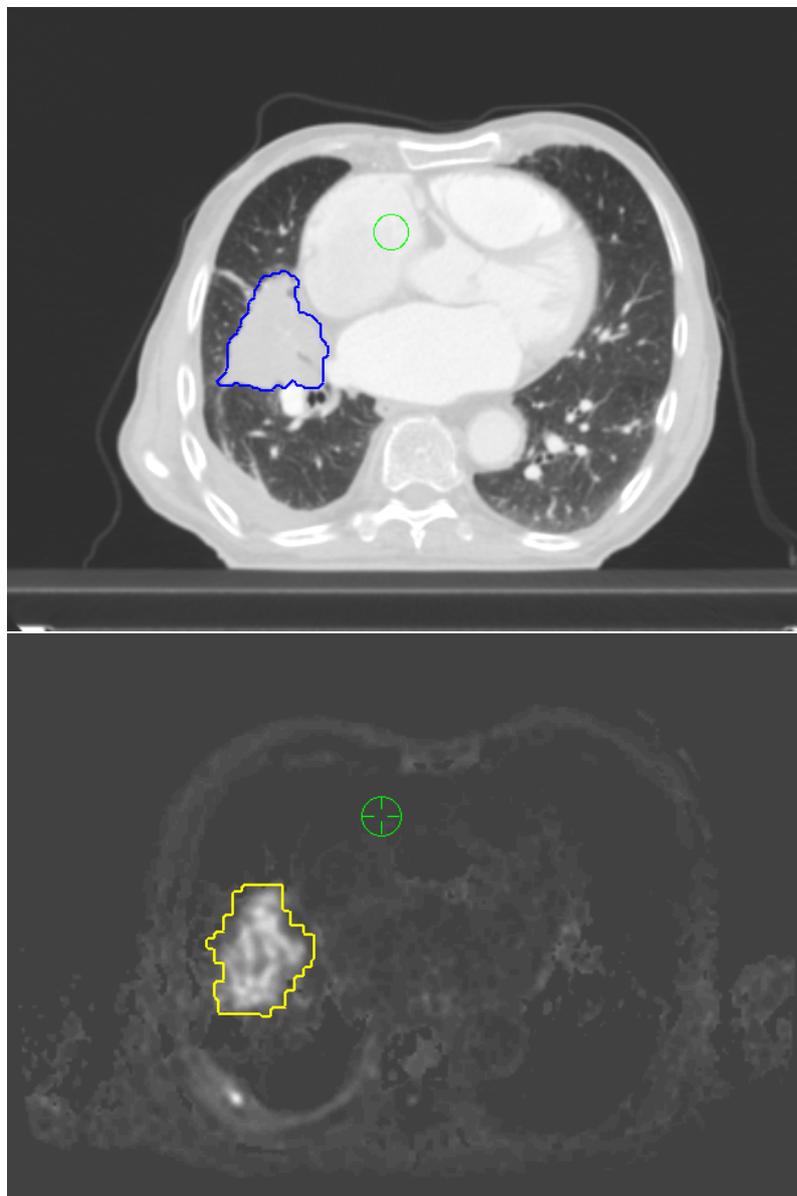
Fall 8: CT Lungenfenster und DWI
